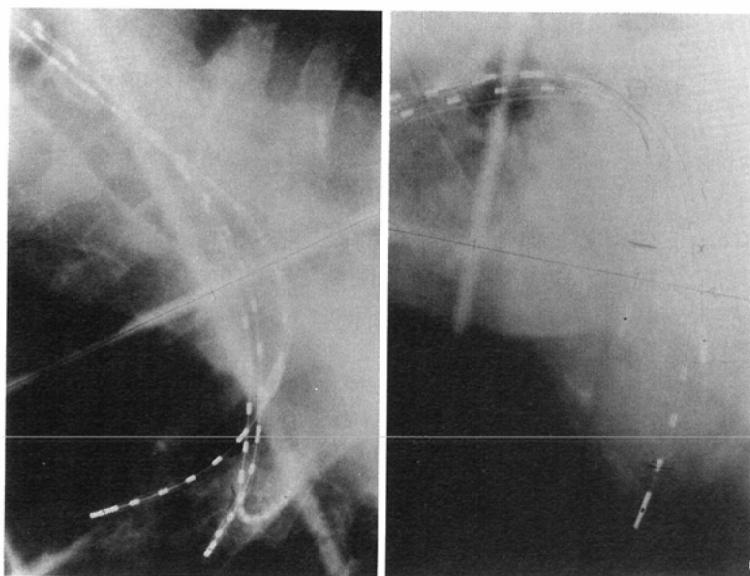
Anteroposterior and lateral radiographic views of a patient with application of 3 guide tubes to right upper bronchi.
